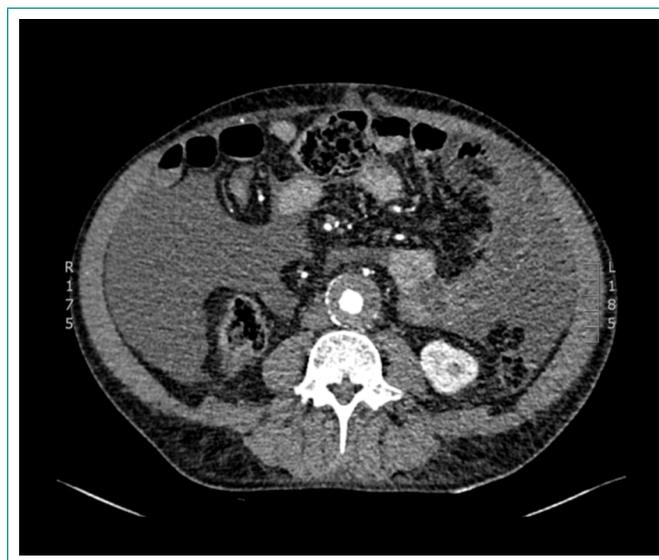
TC que muestra ascitis.
